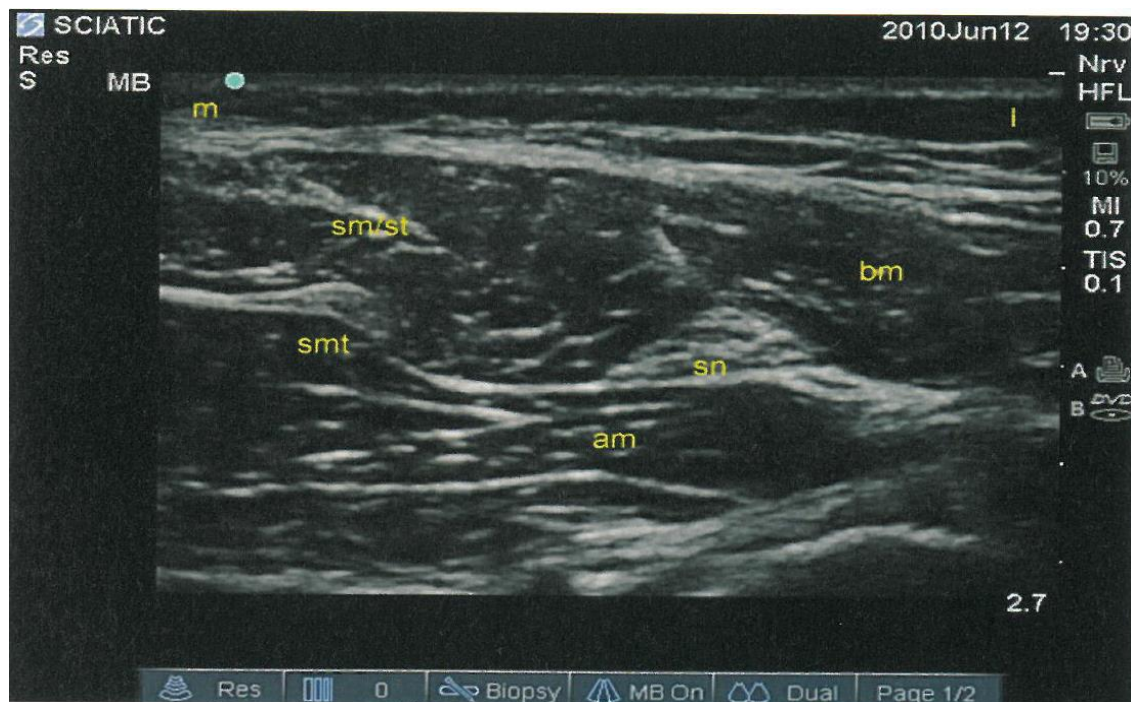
Sonograma subglúteo mostrando la relación con los músculos semitendinoso/semimembranoso (sm/st) y bíceps femoral (bm) a ambos lados del nervio ciático (sn). El aductor mayor (am) se sitúa por debajo. No confundir el tendón del semimembranoso con un nervio (smt). Con permiso del Dr. Rafael Blanco.
